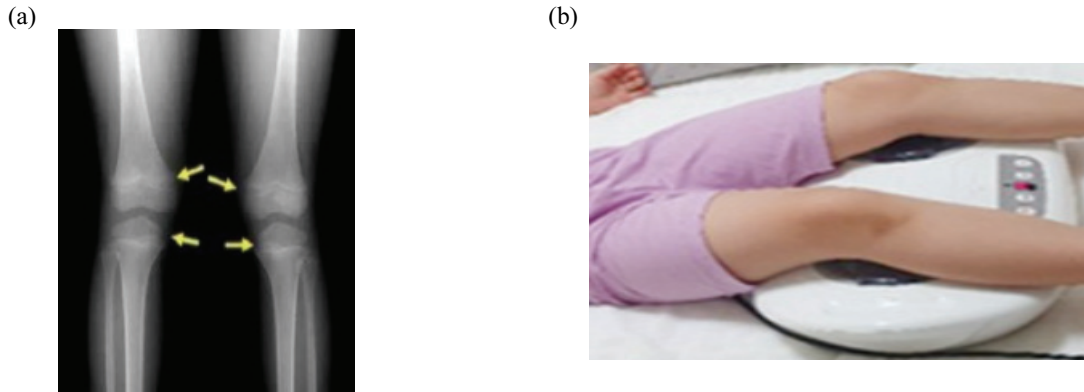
Photo showing the growth plate around the knee. (a) X-ray photography and (b) Prototype appearance for growth plate stimulation.
